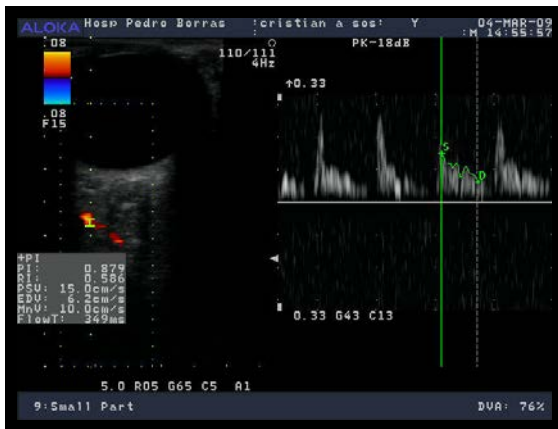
Ecografía Doppler transorbitaria derecha. Imagen del globo ocular y espacio retroorbitario, con flujo color, espectro de flujo y análisis espectral de la arteria oftálmica derecha normal.
